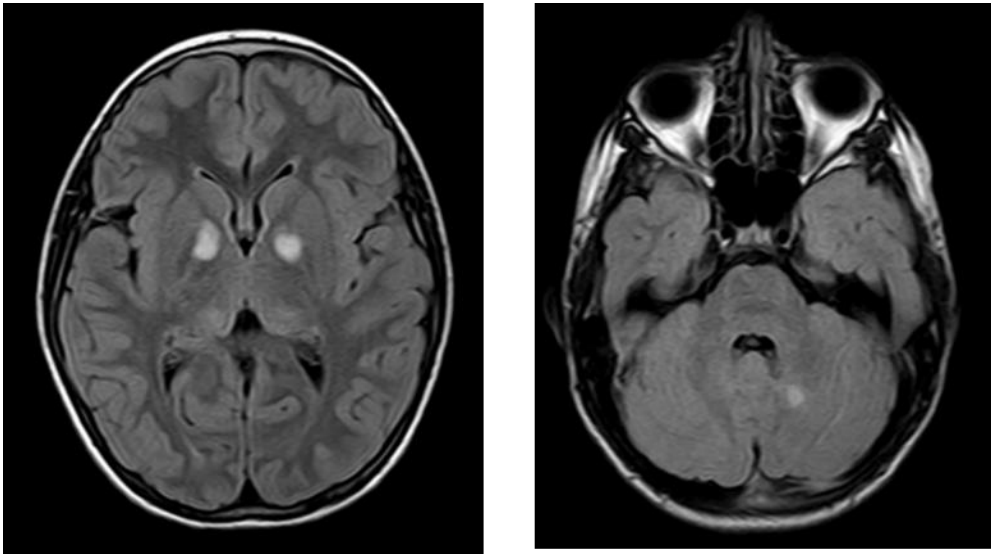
Imagen Axial FLAIR RM. Aumento de señal de ambos núcleos pálidos, hiperintensos en T2, compatible con cambios de vacuolización mielínica. Figura 47. Imagen axial FLAIR RM, corte en fosa posterior. Se observa una área de aumento de señal hiperintensa en T2 en núcleo dentado izquierdo compatible con área de cambios de vacuolización mielínica.
